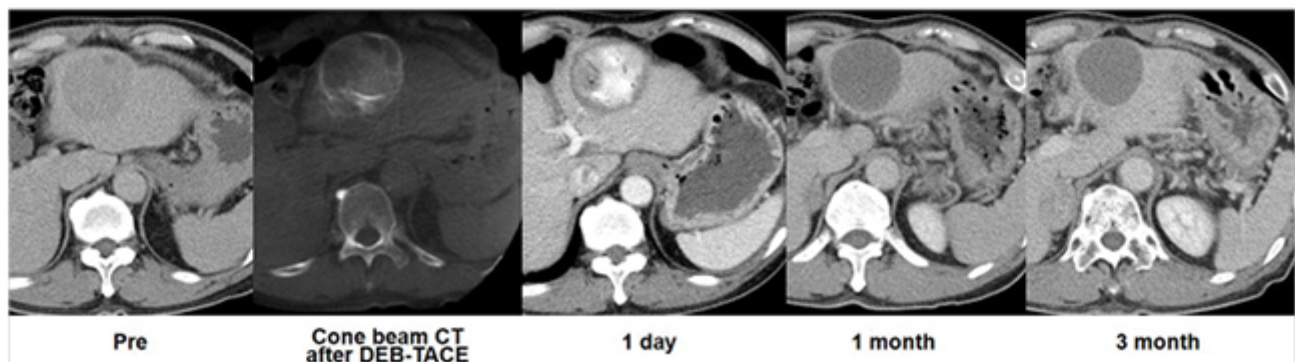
Typical tumor change after DEB-TAE on CT
